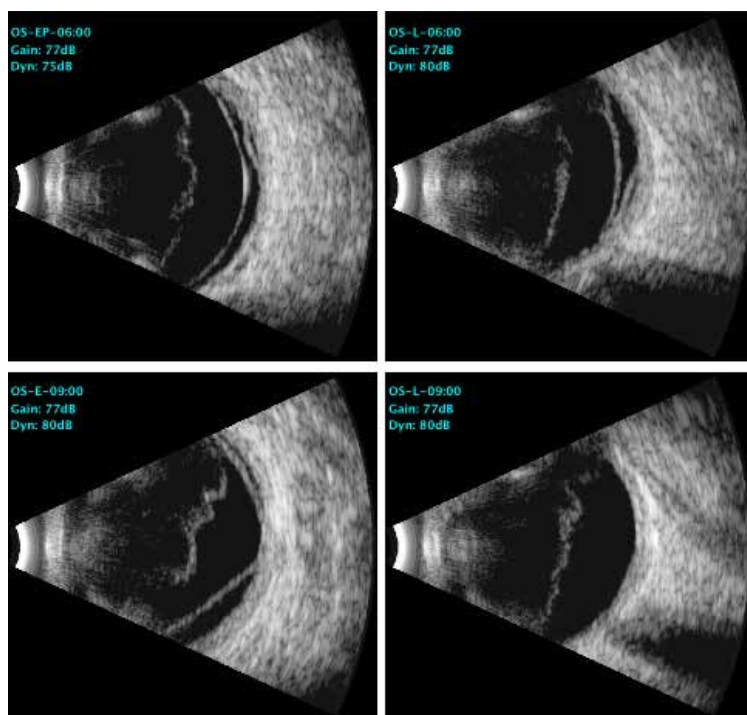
Ecografía ocular.
